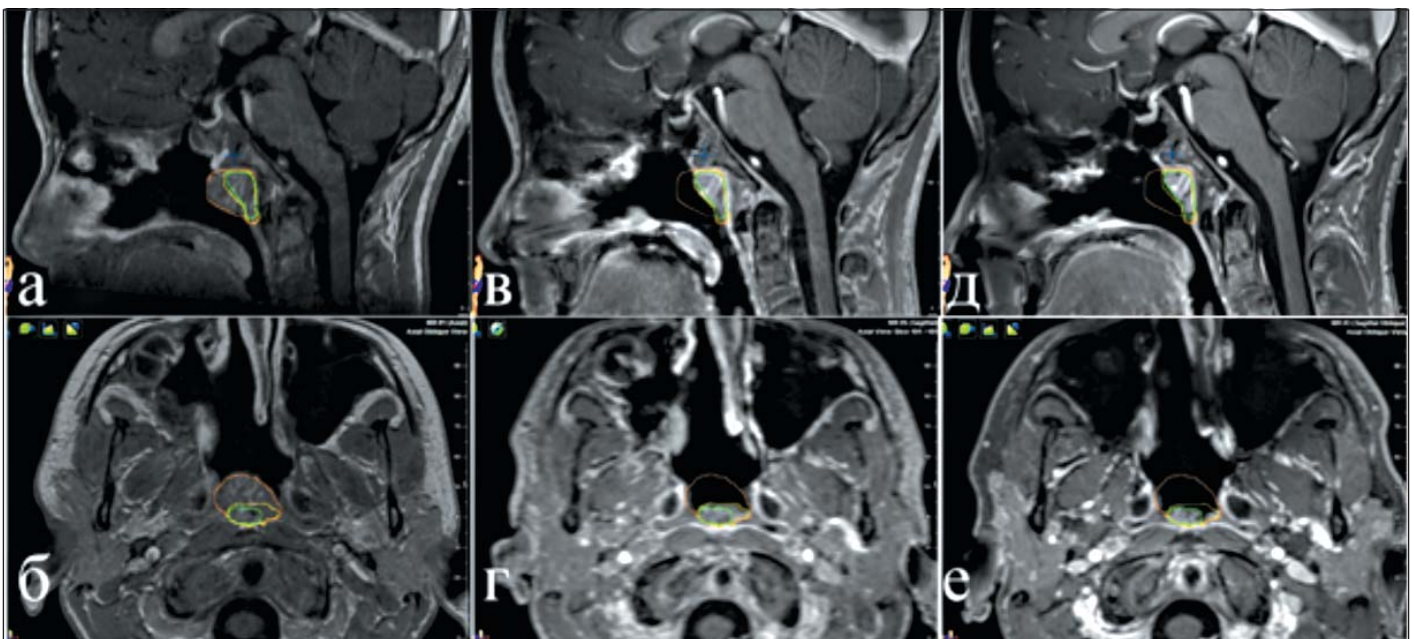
Пациент М. МРТ до облучения (а, б), МРТ через 8 мес. (в, в) и 16 мес. (д, е) после облучения. Наблюдается выраженное уменьшение объема опухоли
